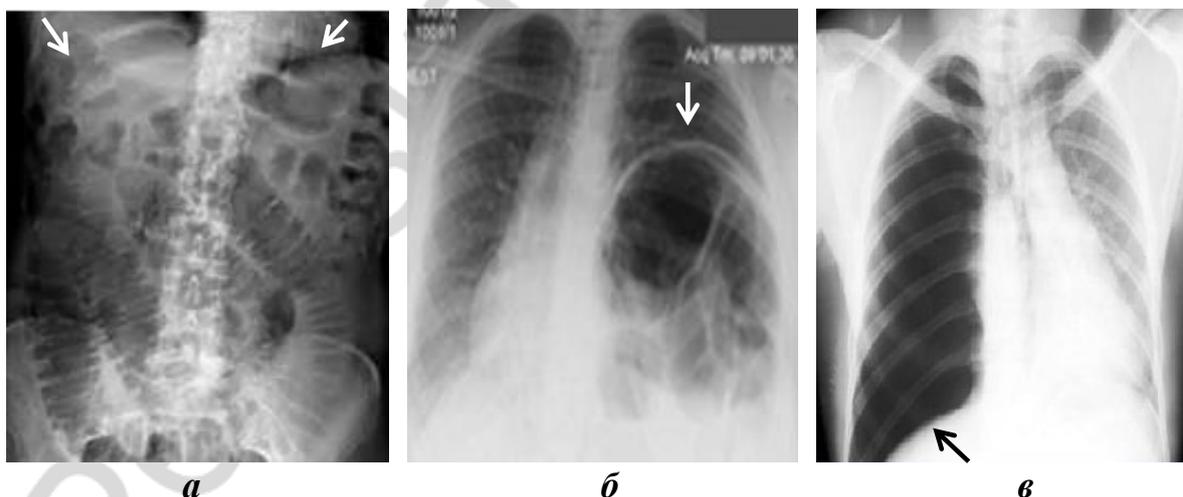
Обзорная рентгенография органов брюшной полости и органов грудной клетки: *а* — высокое асимметричное стояние обоих куполов диафрагмы при острой кишечной непроходимости (белые стрелки); *б* — высокое стояние левого купола диафрагмы при ее релаксации (белая стрелка); *в* — низкое стояние правого купола диафрагмы, дислокация средостения влево при напряженном пневмотораксе (черная стрелка)
